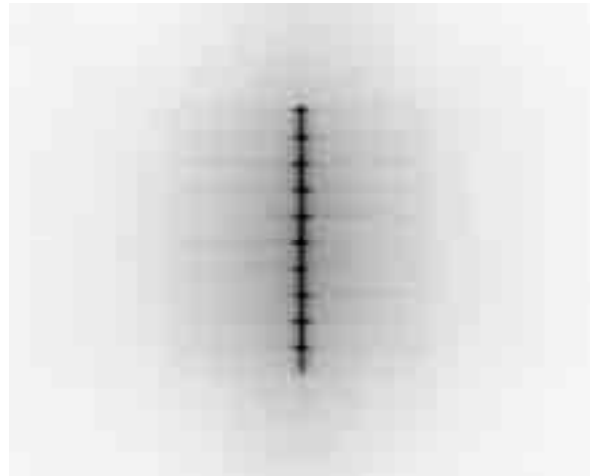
An X-ray film picture showing 4 MV X-ray leakage through a closed MLC field.
